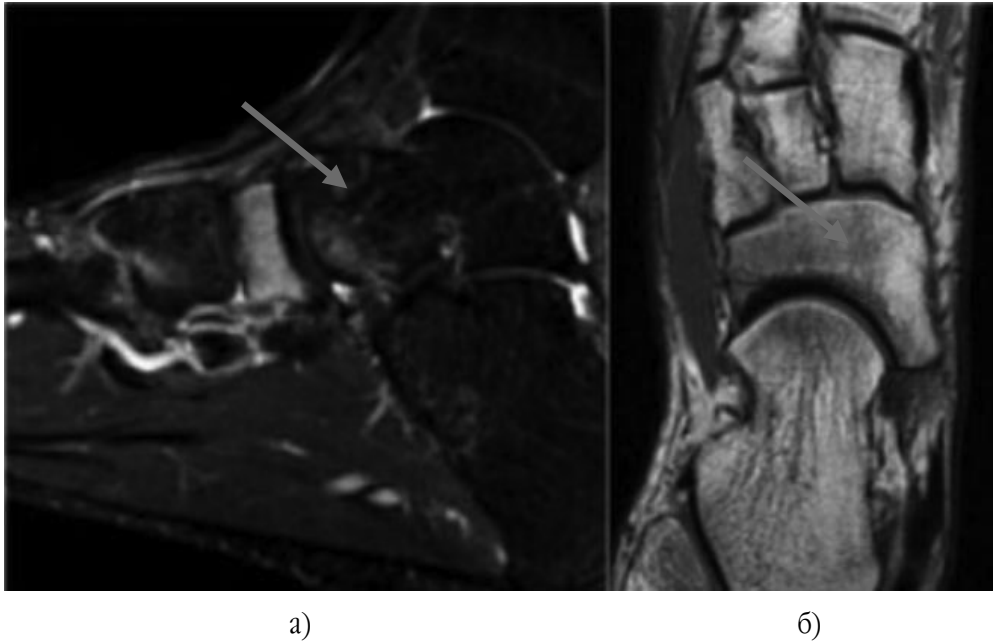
На МР-томограмах у сагітальній проекції, режим FS PD FSE (а), аксіальній проекції, режим T1 FSE (б), визначаються наступні зміни: МР-сигнал від човноподібної кістки неоднорідно підвищений у режимі FS PD FSE, знижений у режимі T1 FSE, висота кістки збережена, навколишні м'які тканини з ознаками помірного набряку.
